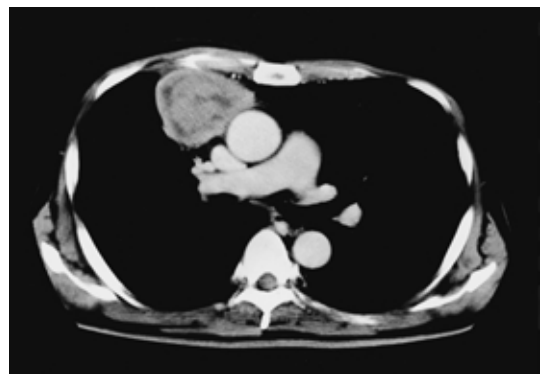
Chest CT shows an inhomogenous mass located in right S3
